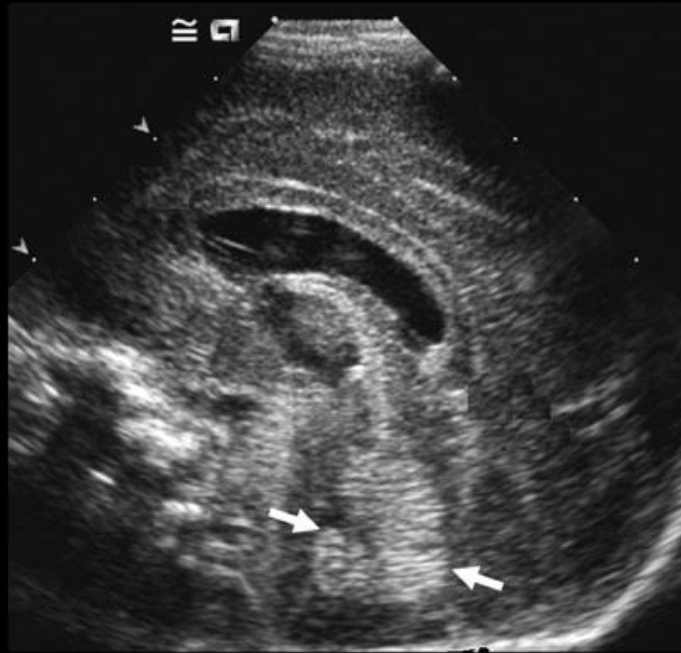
Ecografía craneal, imagen sagital, línea media, que muestra la longitud del del vermis cerebeloso (flechas).
